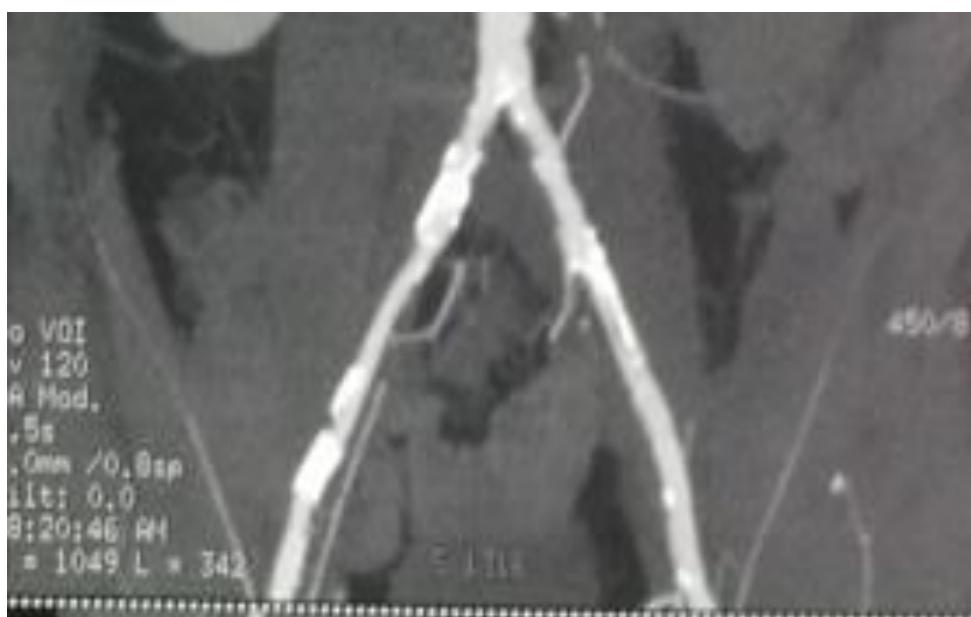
МСКТ-ангиография подвздошно-бедренного сегмента.
